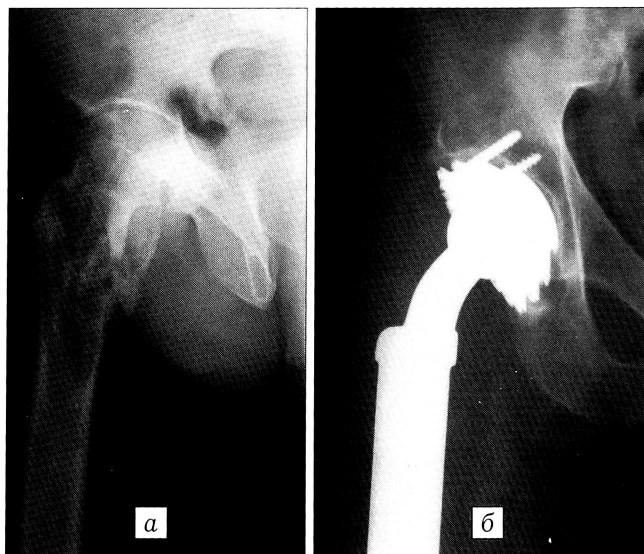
Рентгенограммы больного С-на до (а) и после (б) операции.
